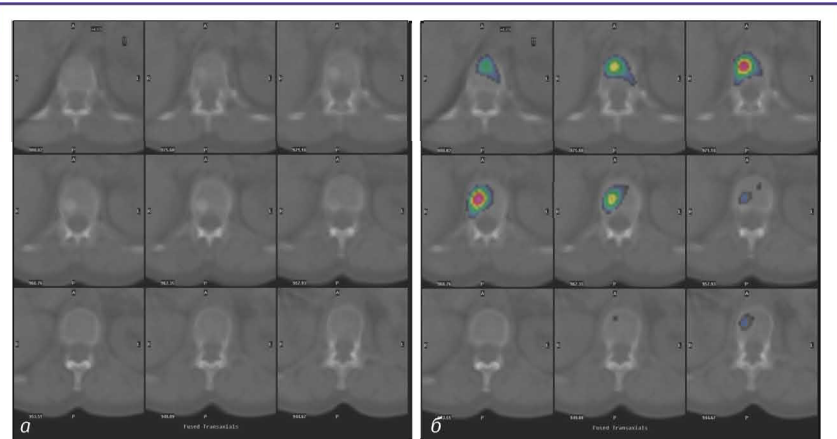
Фрагмент обстеження пацієнтки Н., 56 років, з діагнозом раку правої грудної залози: а) аксіальні КТ-зрізи, на яких визначається щільне склеротичне вогнище в тілі хребця з чіткими контурами; б) суміщені ОФЕКТ/КТ-зрізи, на яких проілюстровано фіксацію РФП у зазначеному вогнищі
